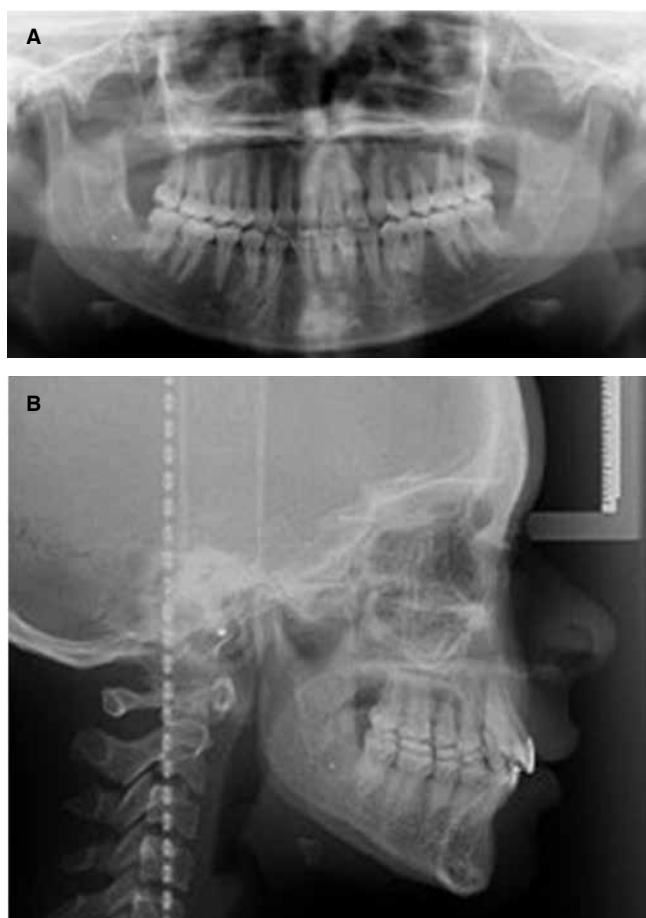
Radiografías postratamiento. A corresponde a la radiografía panorámica y B a la radiografía lateral de cráneo.
